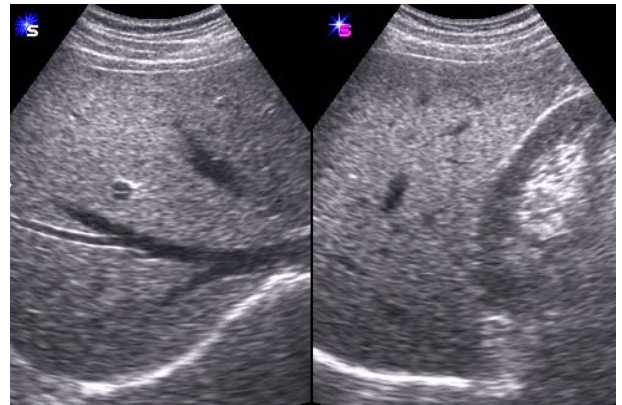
Grade I fatty liver by ultrasonography. slightly diffuse increase in echogenicity of the hepatic parenchyma with normally visualized diaphragm
